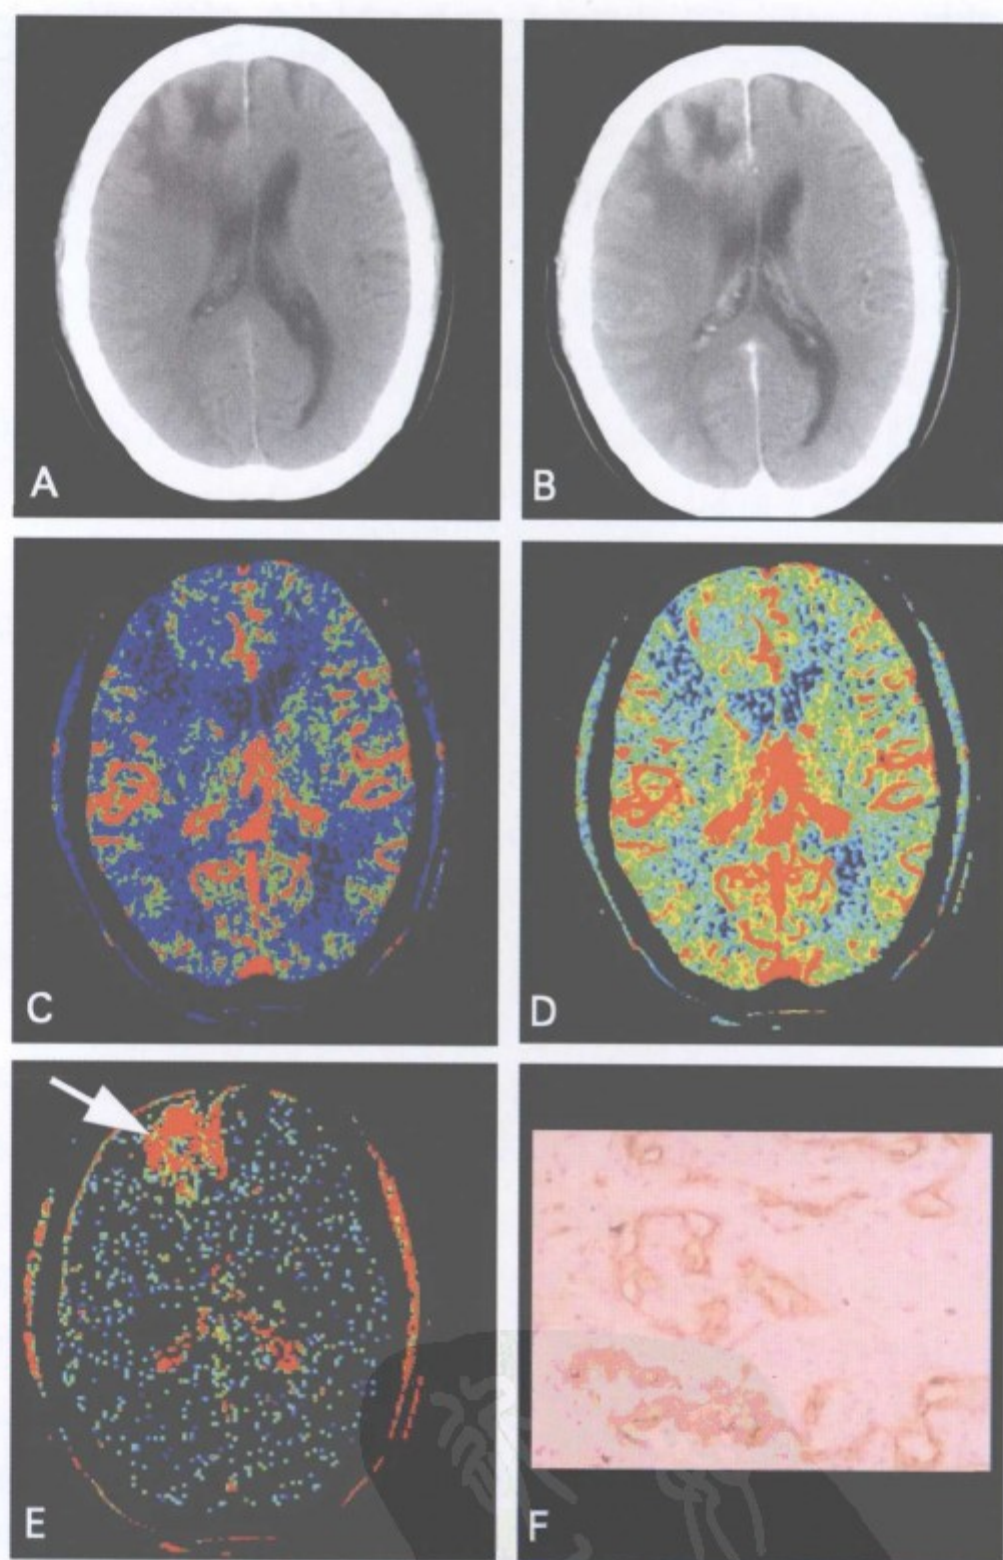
脑高级别星形细胞瘤 CT 灌注图像
